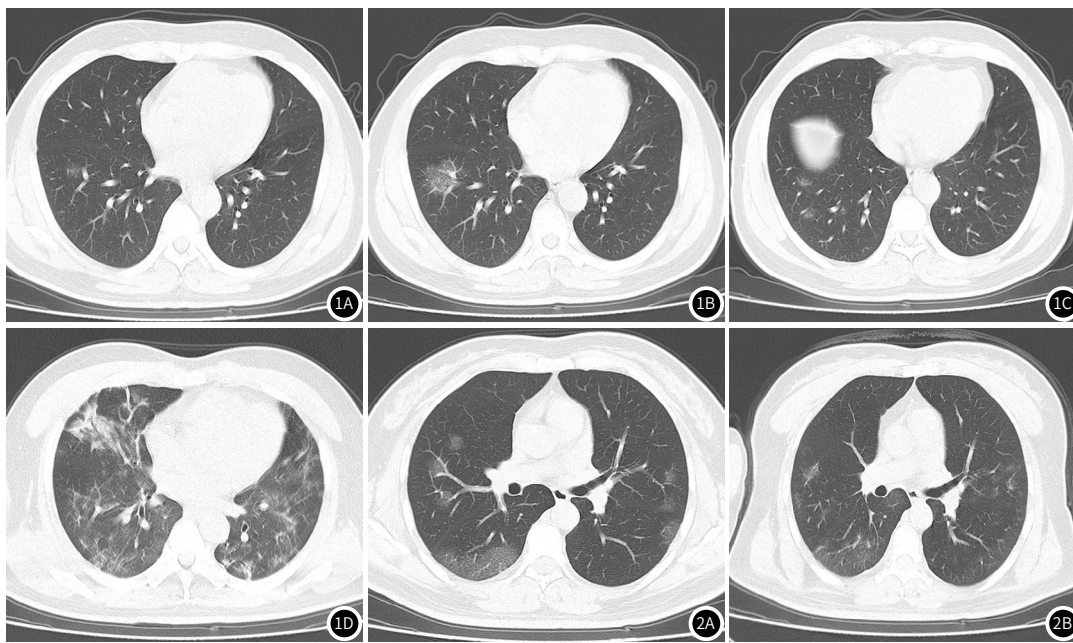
王某, 男, 47岁, 因发热、全身乏力症状就诊, 无咳嗽、鼻塞、流涕症状, 体温38.9℃, 重症肺炎。图1A: 常规胸部CT平扫图像显示两侧胸廓形态对称, 纵膈及气管居中, 两肺纹理正常, 右肺下叶基底段见少量斑片状磨玻璃影, 双侧肺叶、段支气管形态未见异常, 两侧肺门及纵膈机构未见异常; 图1B、1C: 复查右肺下叶基底段见多发斑片状磨玻璃影, 磨玻璃影较图1A增加, 右肺下叶多发感染; 图1D: CT图像显示双肺多发片状磨玻璃样及实变性高密度灶, 边缘毛糙, 密度不均, 双肺下叶多发条索状高密度灶, 边缘毛糙, 双肺门结构清晰, 气管及主支气管尚通畅, 双侧胸腔未见明显积液, 病情持续加重。
